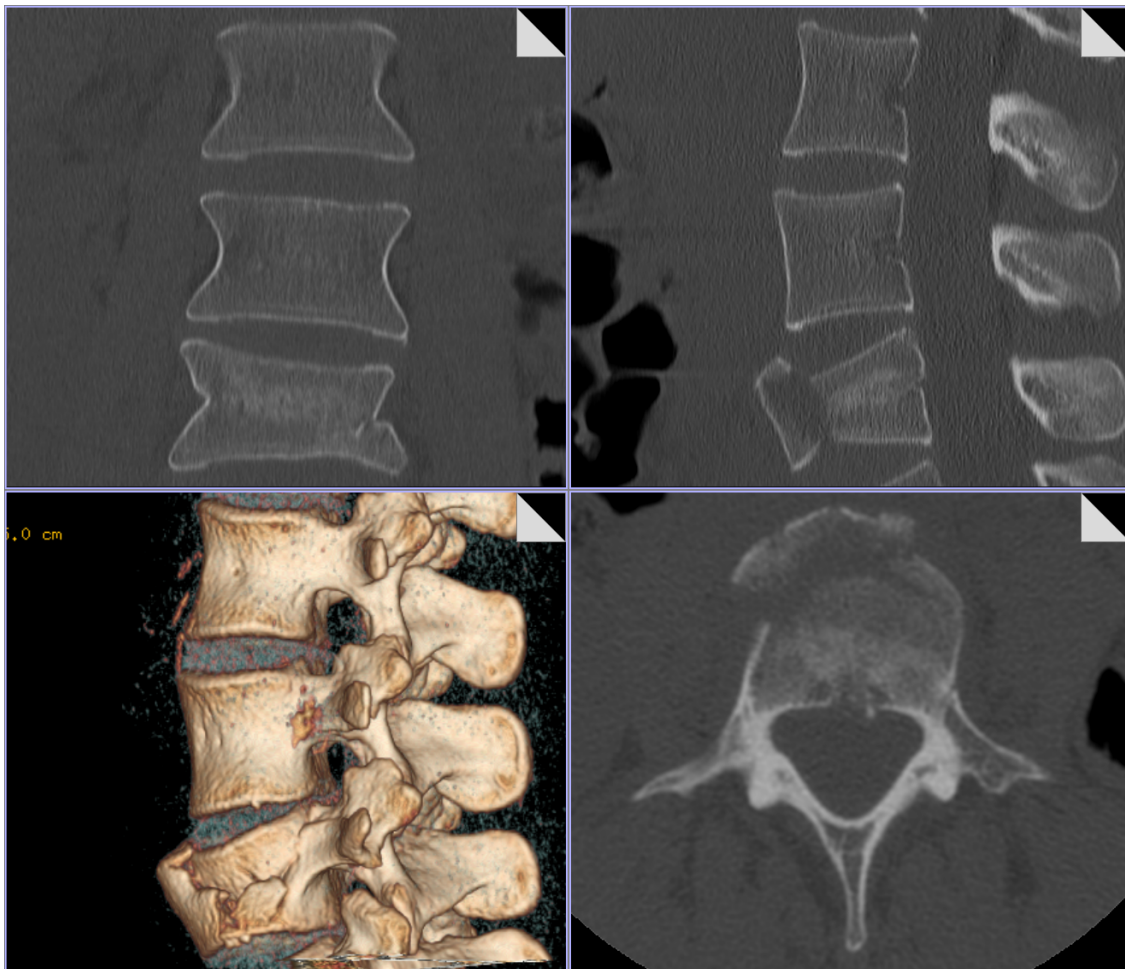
L4 Wirbelkörperfraktur. 32-jährige Patientin, CT Reformationen. Die Fraktur ist wegen der Beteiligung der anterioren- und mittleren Säule als instabil anzusehen (Drei-Säulen-Theorie, Denis). Quelle: [20].
